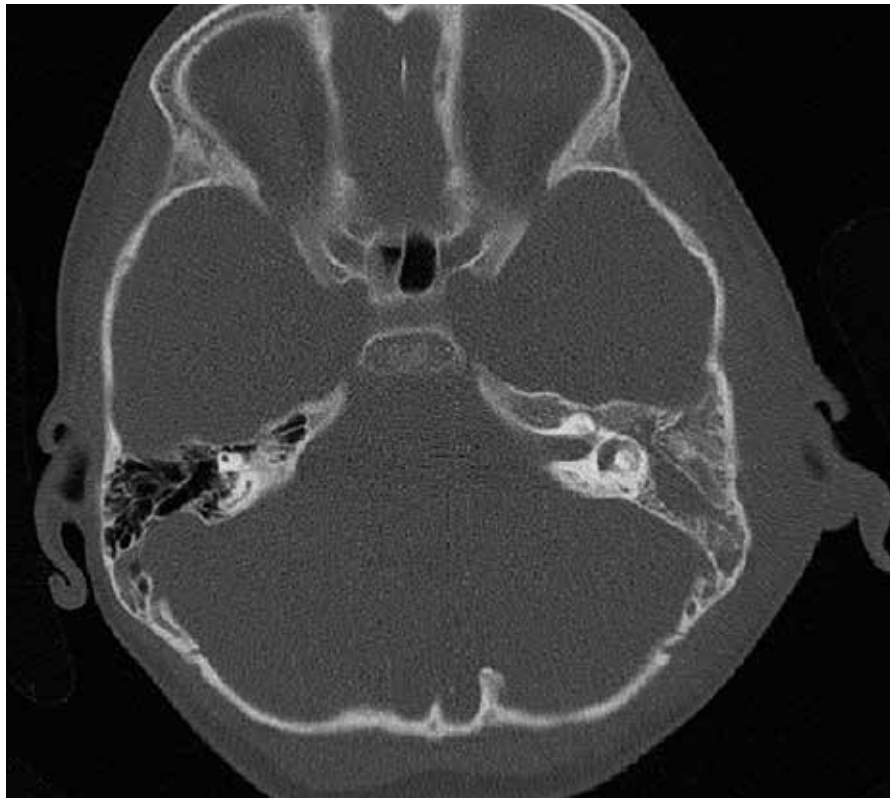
Felsenbein-Computertomogramm (CT) bei akuter Mastoiditis links
